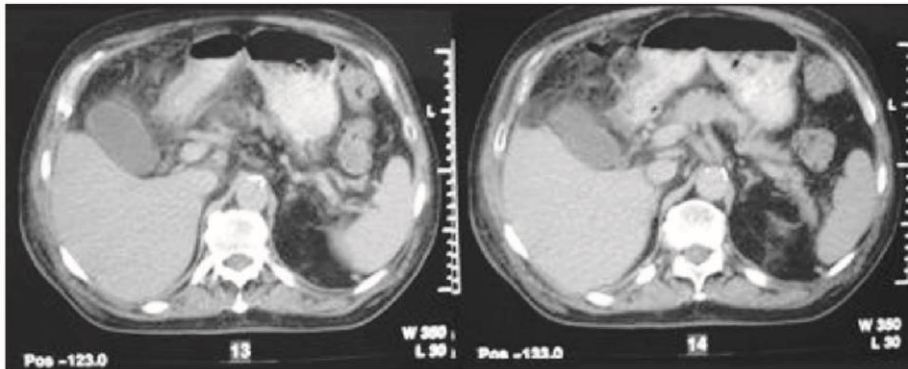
TC em corte axial mostrando vesícula aumentada de volume, paredes espessadas mostrando plastrão de omento. 2B – Nota-se que o fundo da vesícula tem pouca nitidez e tem plastrão tamponando. (Arquivo do Autor)
